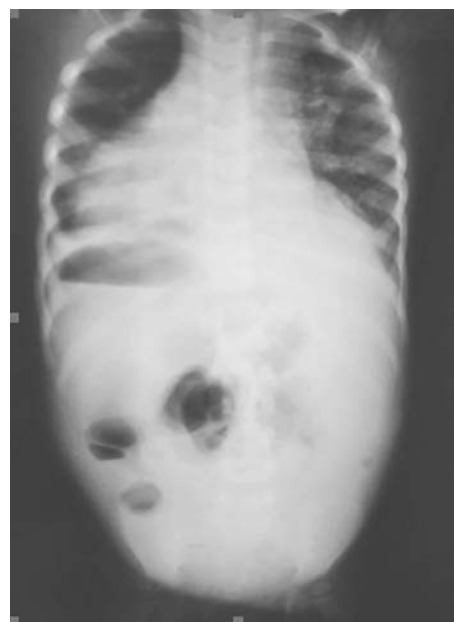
Контрольная рентгенография органов грудной и брюшной полости
